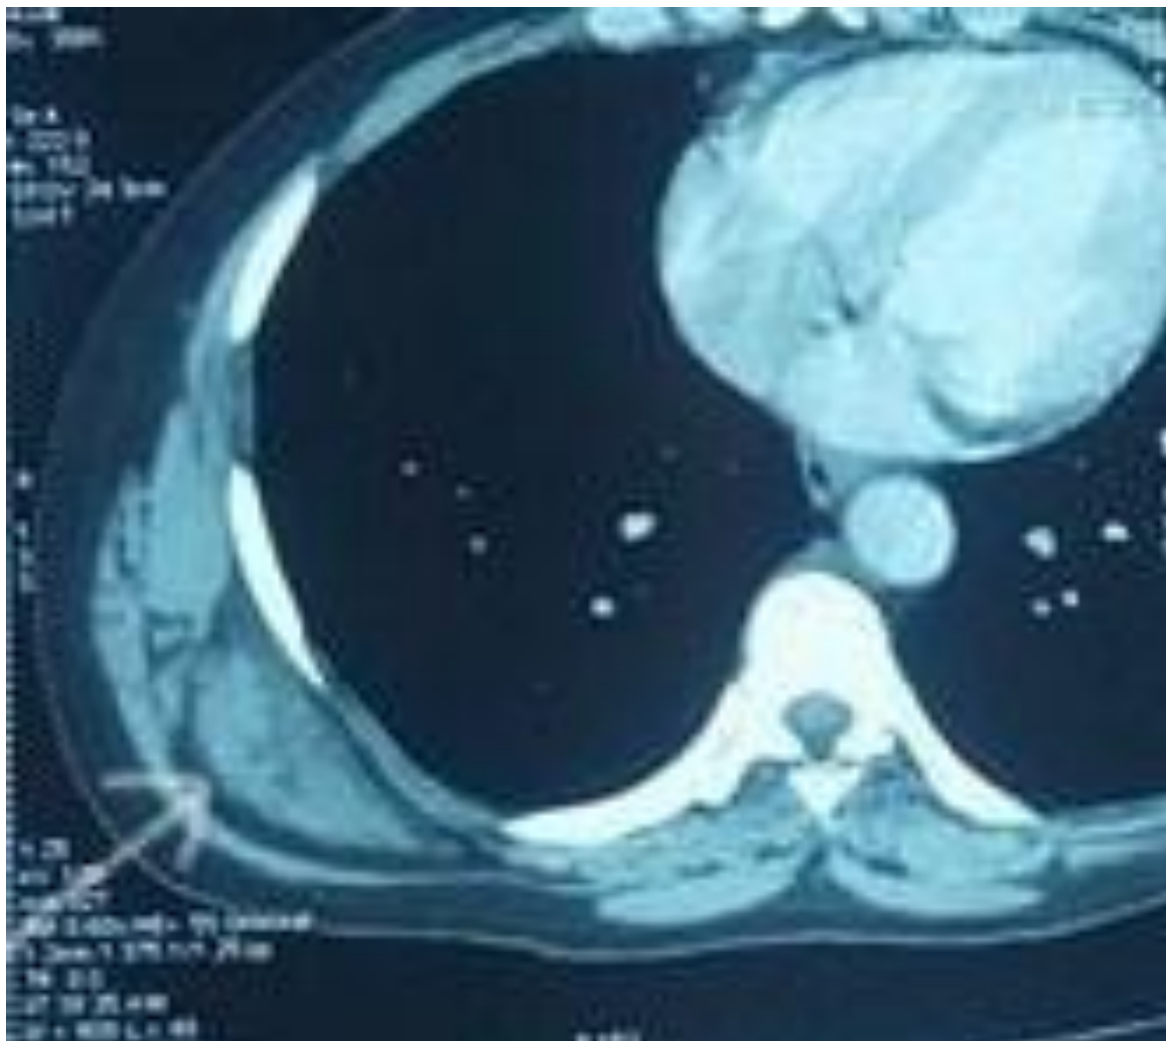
Coupe axiale d'une TDM thoracique (temps artériel):
